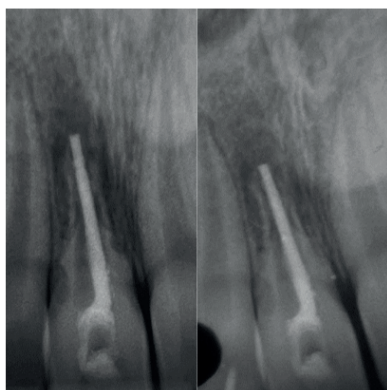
Comparativo de radiografia inicial e após 1 mês.
